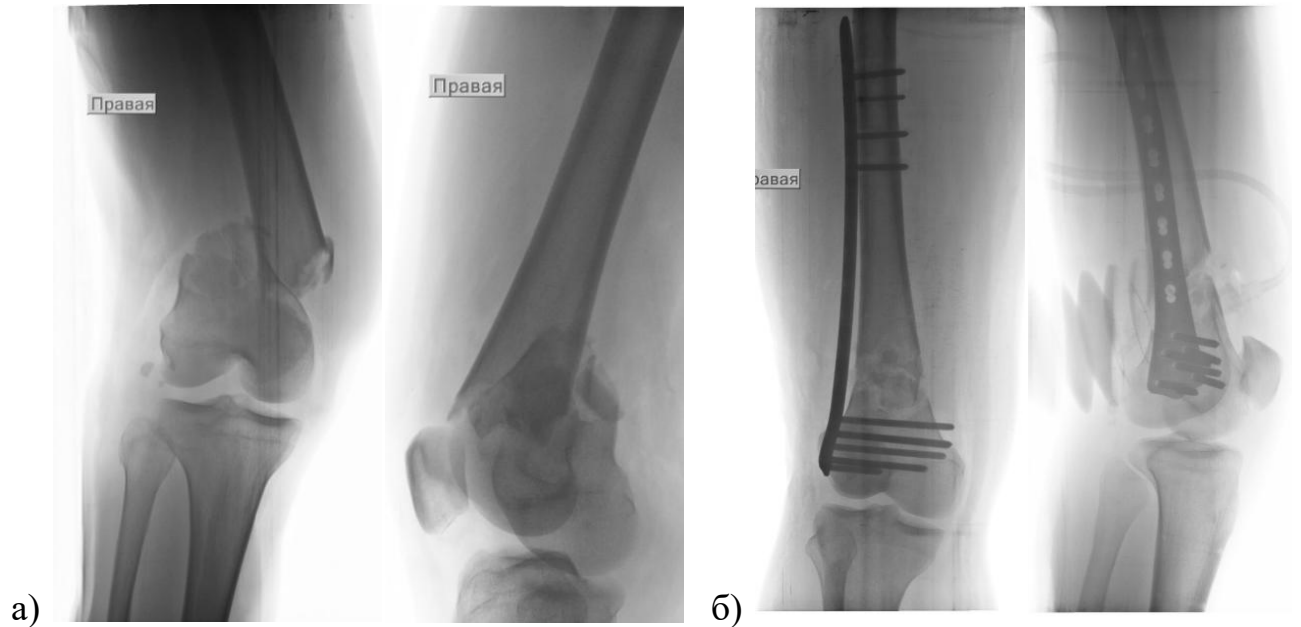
Рентгенограммы пациента К., 23 лет в прямой и боковой проекциях: а) при поступлении в стационар; б) на следующий день после выполнения операции остеосинтеза латеральной пластиной по традиционной методике.
